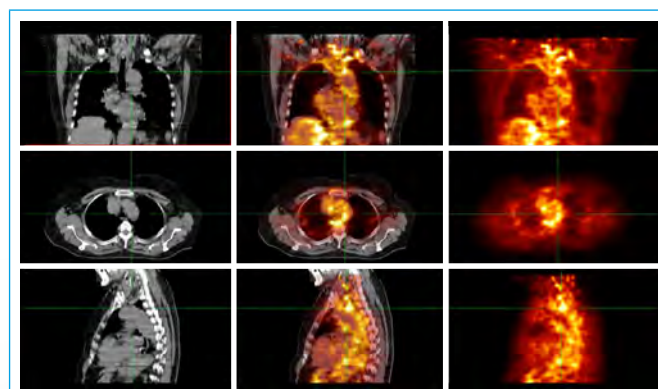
18 FDG-PET/TC. En la columna izquierda, cortes tomográficos (TC). En la columna central, imágenes de fusión (PET-TC), donde se identifica la intensa acumulación de la 18 FDG a nivel de la aorta ascendente, cayado aórtico, aorta descendente y ambas arterias subclavas. En la columna *derecha*, imágenes PET
